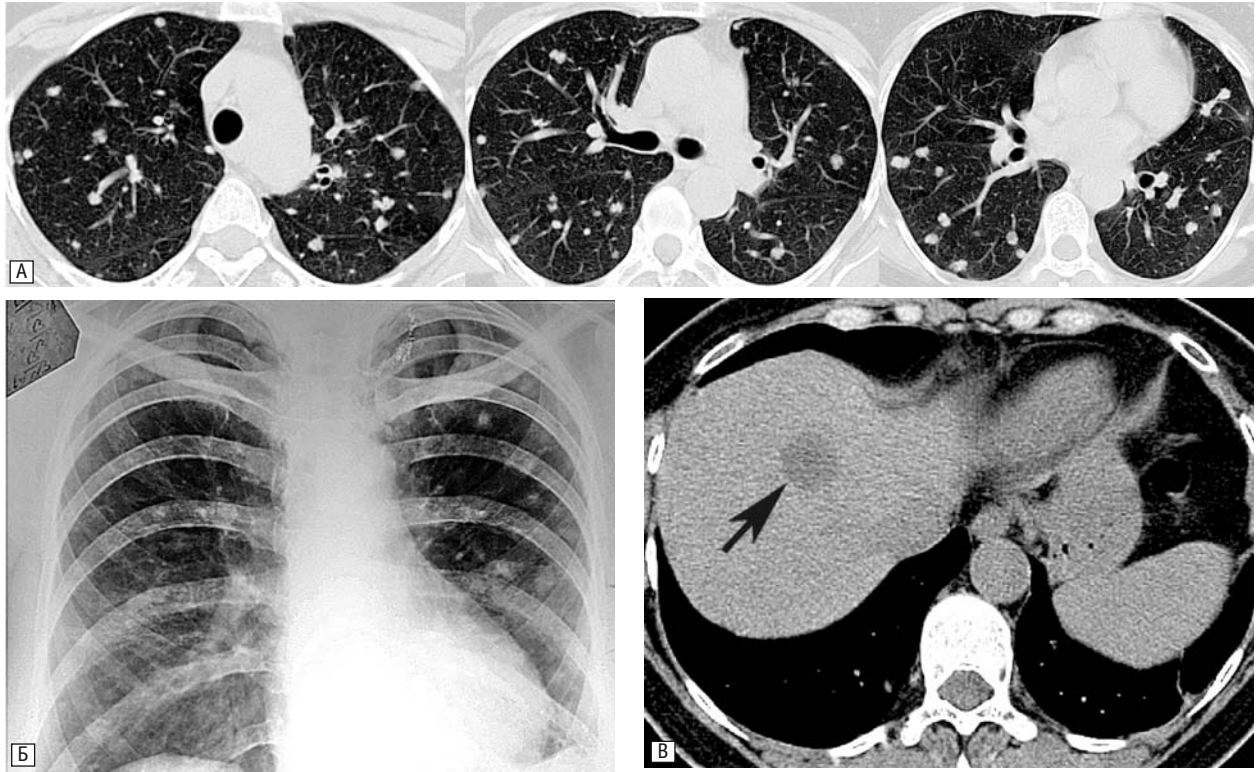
Комп'ютерна томограма ОГК (А) і оглядова рентгенограма ОГК (Б) хворої Д. через 4 роки спостереження.
